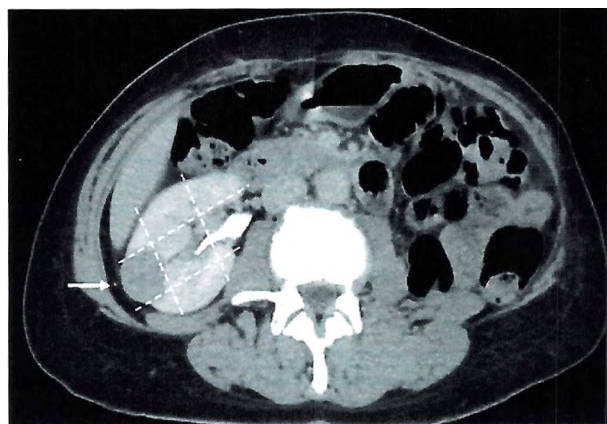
МСКТ опухоли левой почки, 3D-реконструкция. Белыми штриховыми линиями обозначены полярные линии, проходящие вдоль верхней и нижней границ синуса почки. Узел расположен в верхнем сегменте почки (белая стрелка).
